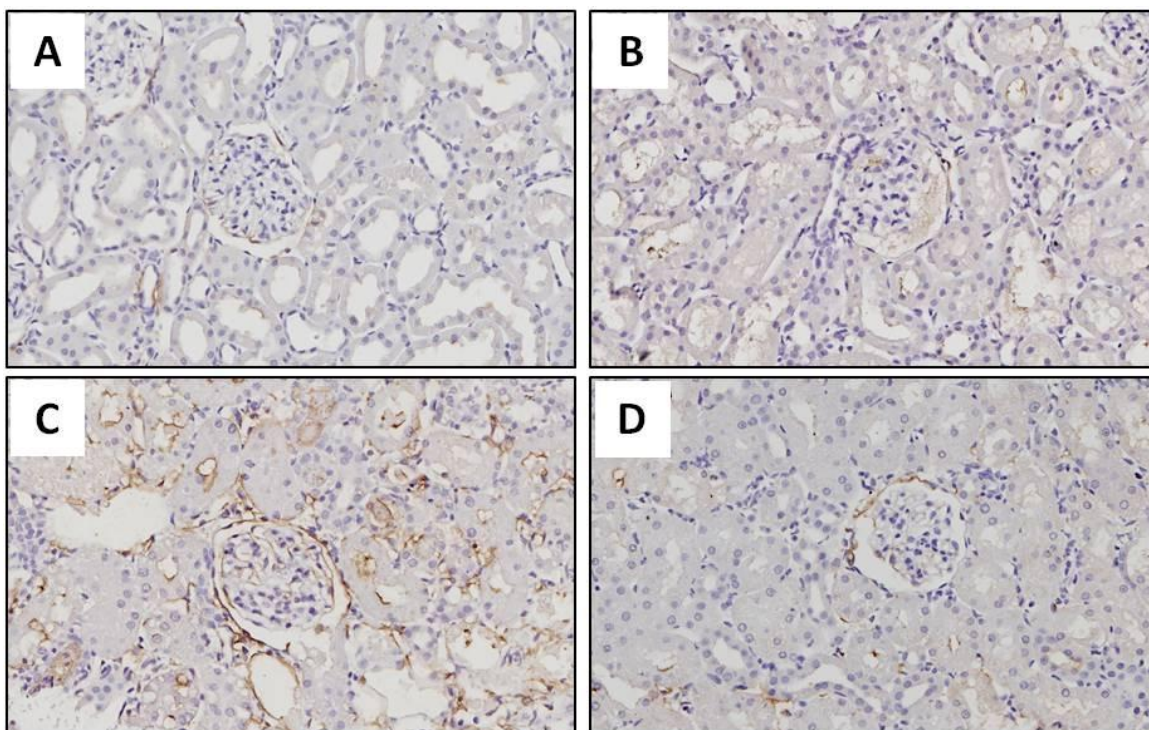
Detección inmunohistoquímica de 3-NT. Es notable la inmunoprevalencia de 3-NT en el grupo GM (C), con respecto a los grupos SFN+GM (D), CT (A) y SFN (B). Esta se expresó principalmente en el epitelio tubular y en el epitelio parietal de Bowman (40X).
